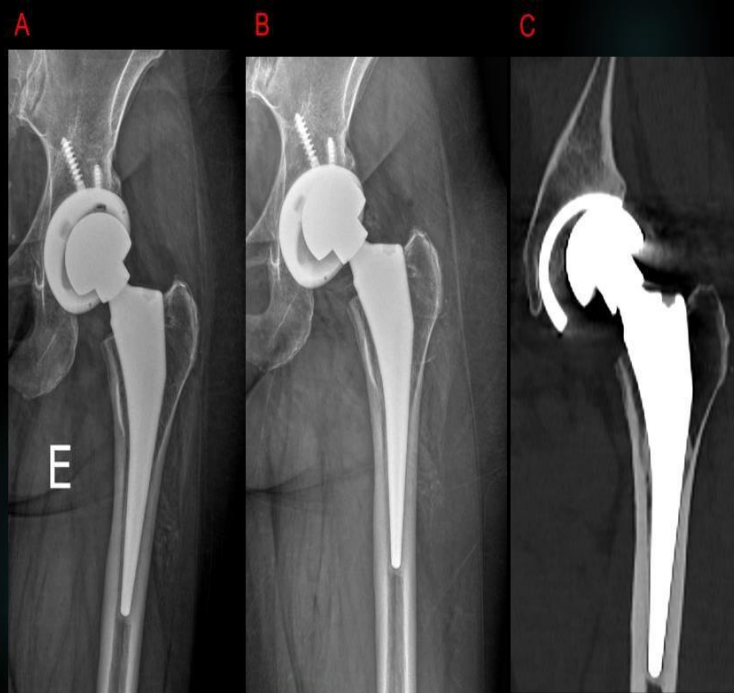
Radiografia AP do quadril direito, após artroplastia primária total não cimentada, com deslocamento do componente acetabular.
